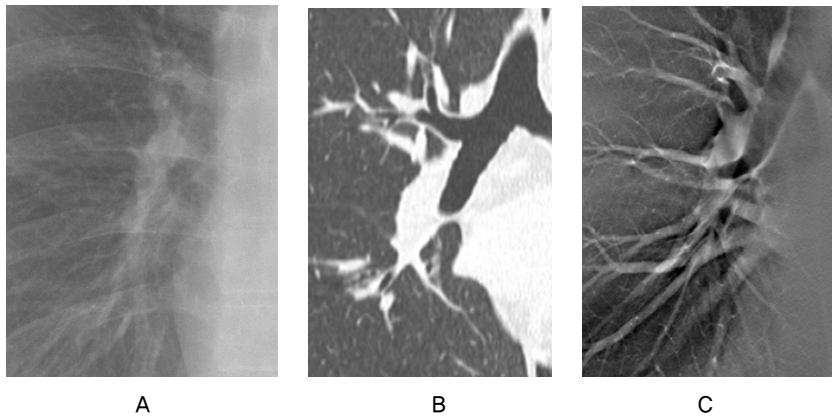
A comparison between the main and lobar pulmonary arteries and veins in the Rt hilar area. Simple Radiograph(A), Low-dose CT(B), Tomosynthesis(C).
